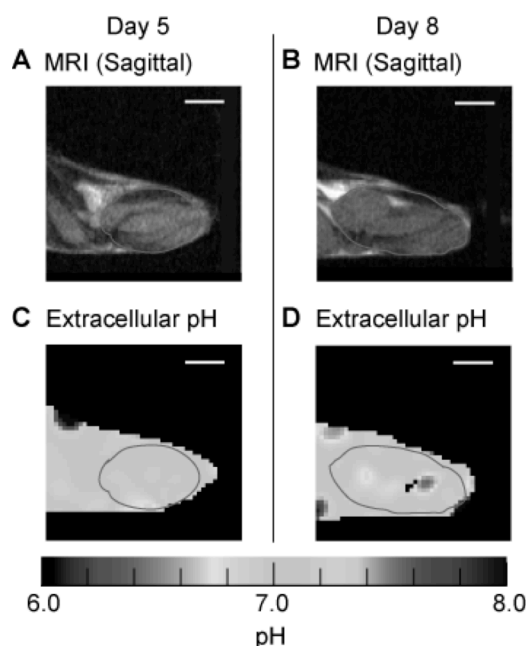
腫瘍組織の pH マッピング (A), (B) 後肢の MRI 画像 (C), (D) 細胞外 pH マップ、スケールバーは 5 mm.
